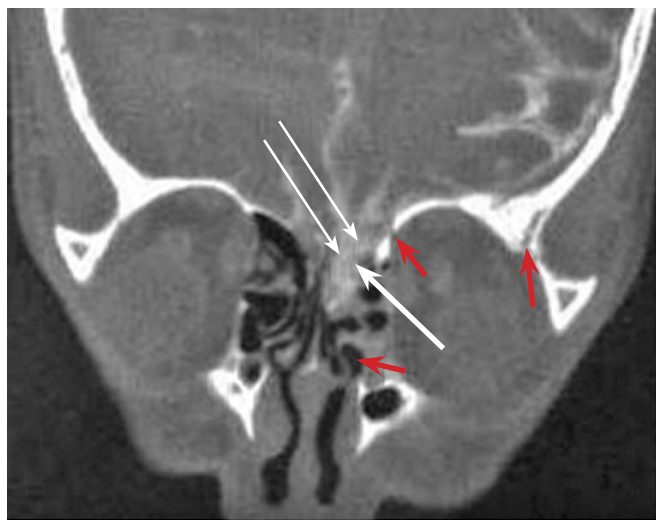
КТ-цистернография у больного на 5-е сутки после ПЧМТ с сохраняющейся назоликвореей.
